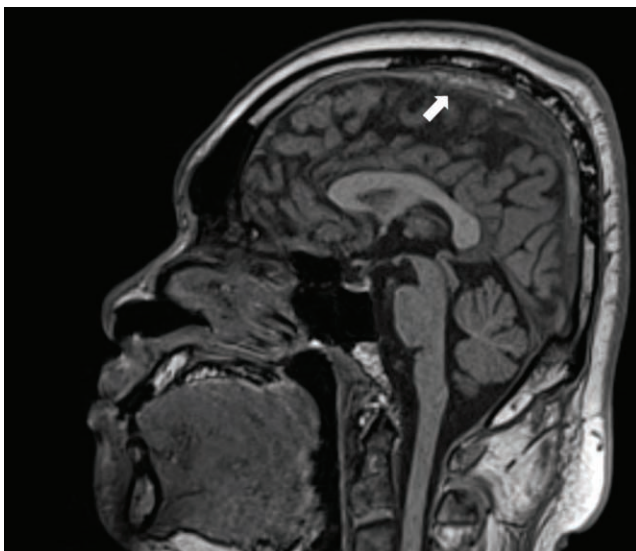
T1-weighted magnetic resonance image shows cord-like hyperintensity signals (arrow) representing a venous thrombosis of the superior sagittal sinus.
